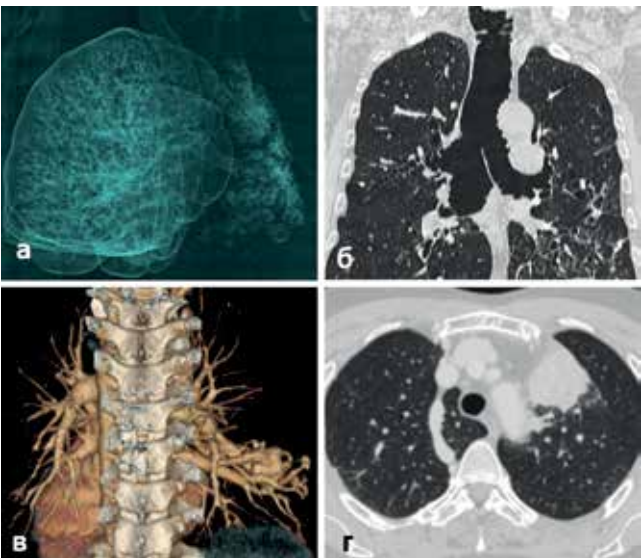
Данные КТ ОГК некоторых больных с врожденными пороками и аномалиями развития бронхолегочной системы: а – кистозная гипоплазия левого легкого; б – трахеобронхомегалия (синдром Мунье – Куна); в – артериовенозная мальформация в н/доле правого легкого; г – добавочная доля непарной вены в правом легком
